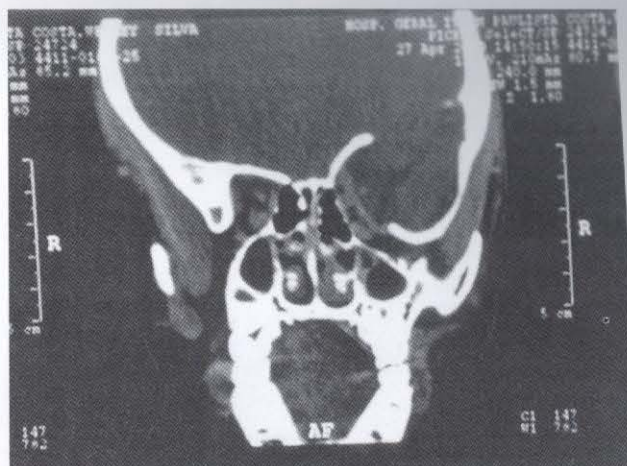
TC de órbita. Observa-se defeito ósseo, com herniação de parênquima cerebral.
